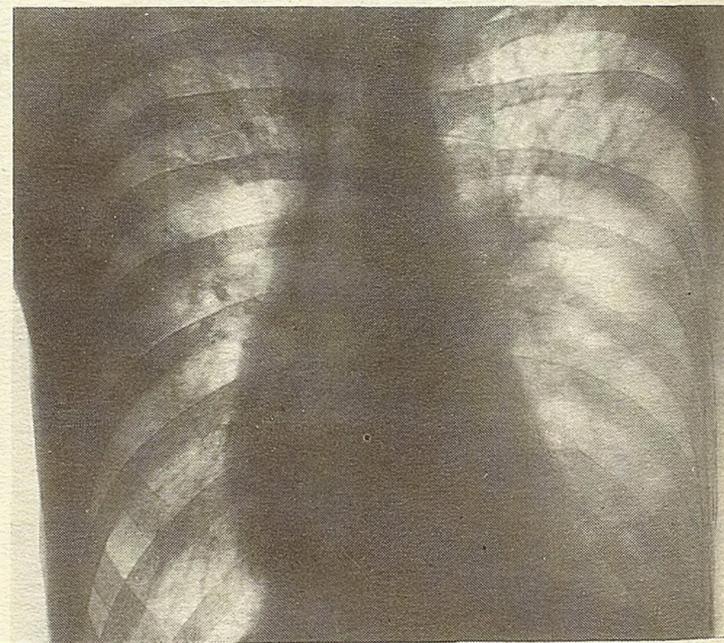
Рентгенограмма того же больного после проведения терапии (на 12-е сутки после операции).
